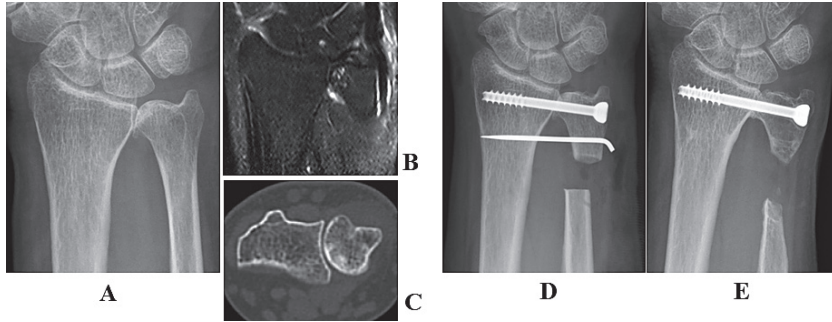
症例1, 70歳, 女性. 特発性 DRUJ 関節症. A: 術前手関節単純X線正面像, B: 術前 MRI STIR による冠状断像, C: 術前 CT 軸写像, D: 術直後手関節単純X線正面像, E: 術後1年4か月手関節単純X線正面像
